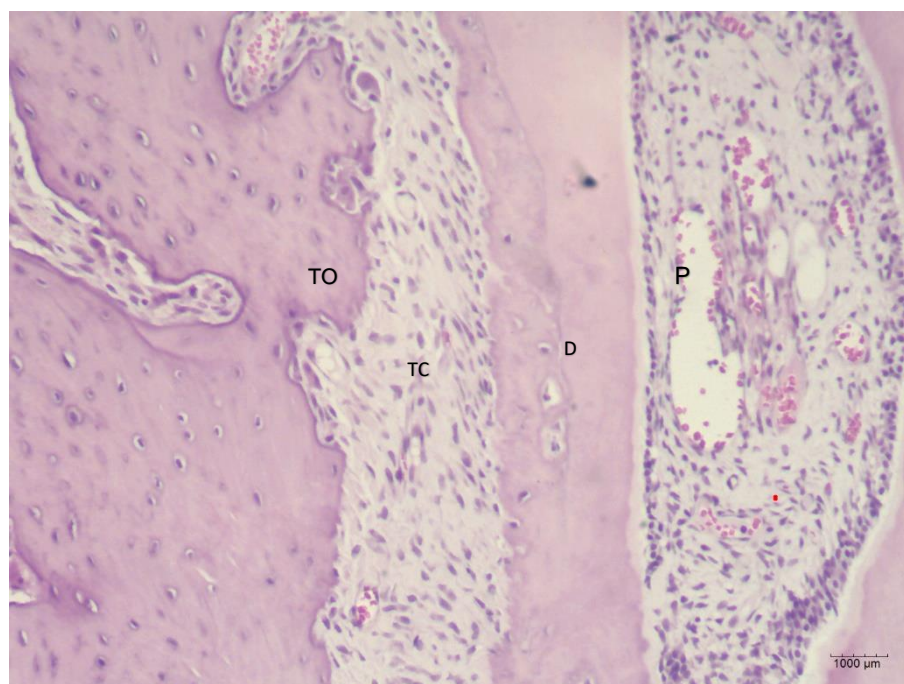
Lado de pressão grupo 2 aos 5 dias. (TO) tecido ósseo, (TC) tecido conjuntivo frouxo, desorganizado, bem celularizado, com células jovens e fibroblastos ovoides, (D) dentina, (P) polpa. (Hematoxilina & Eosina, x10).
